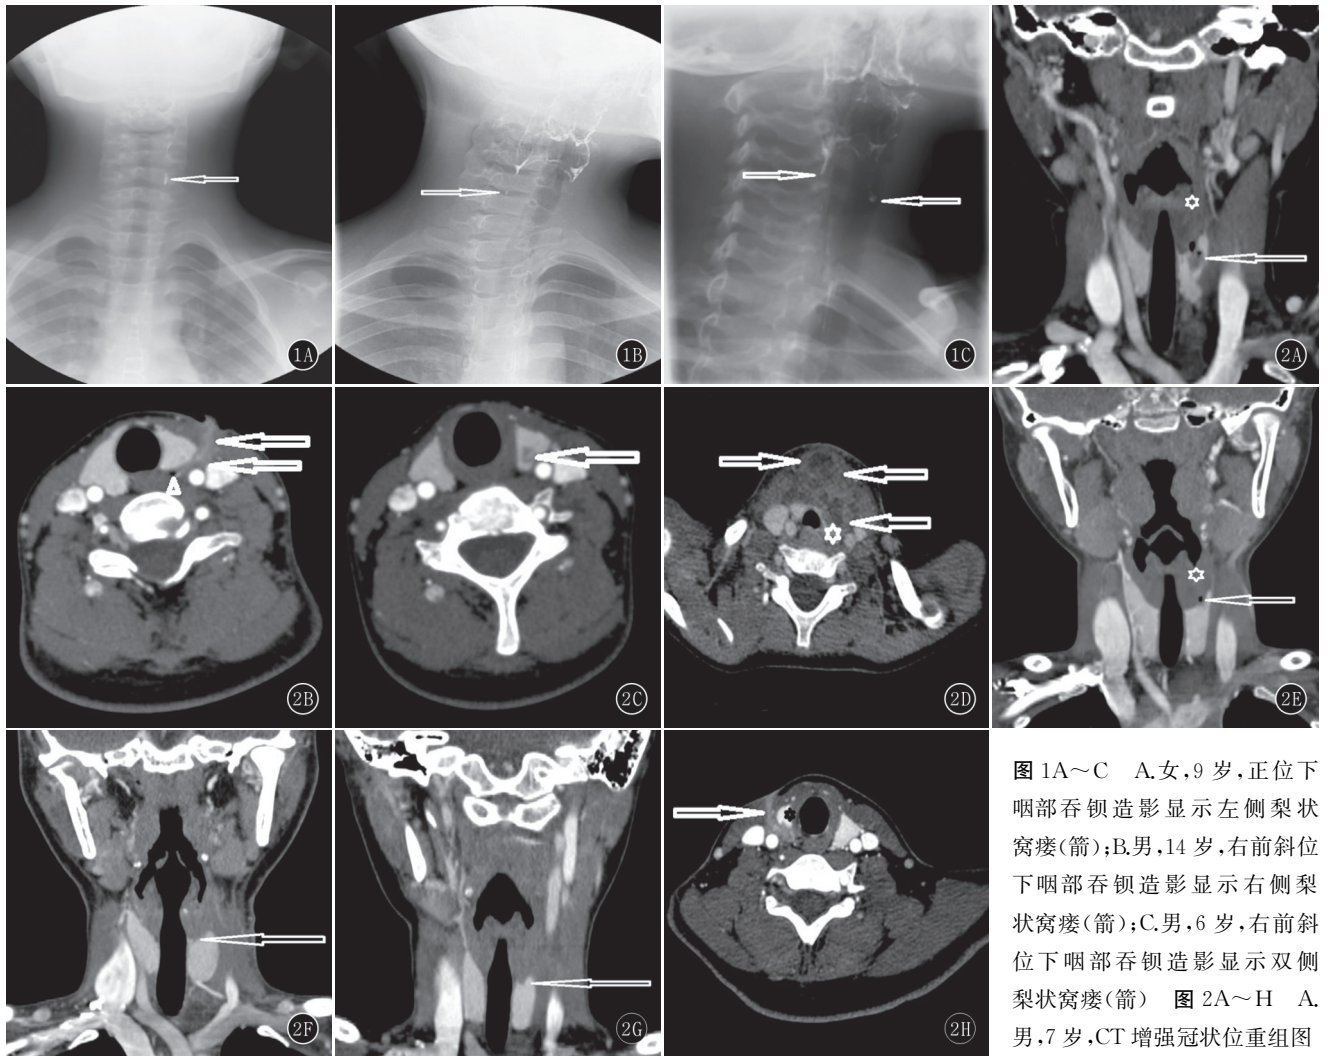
~C A, 女, 9 岁, 正位下咽部吞钡造影显示左侧梨状窝瘘(箭); B, 男, 14 岁, 右前斜位下咽部吞钡造影显示右侧梨状窝瘘(箭); C, 男, 6 岁, 右前斜位下咽部吞钡造影显示双侧梨状窝瘘(箭) 图 2A~H A, 男, 7 岁, CT 增强冠状位重组图像显示左侧梨状窝变小(星), 甲状腺左叶上极低密度影并气泡(箭); B, 男, 28 岁, CT 增强横断位图像显示甲状腺左叶后方气泡(三角)及外侧瘘管呈条状强化影(箭); C, 与 B 为同一患者, CT 增强横断位图像显示甲状腺左叶上极低密度影(箭); D, 女, 3 岁, CT 增强横断位图像显示左颈前部蜂窝状脓肿(箭), 累及甲状腺左叶(星); E, 男, 9 岁, CT 增强冠状位重组图像显示左侧梨状窝变小(星), 甲状腺左叶上极缺损并气泡(箭); F, 女, 22 岁, CT 增强冠状位重组图像仅显示左侧甲状腺形态改变, 左叶上极缺损征(箭); G, 男, 9 岁, CT 增强冠状位重组图像仅显示左侧甲状腺形态改变, 左叶上极缺损征(箭); H, 女, 14 岁, CT 增强横断位图像显示甲状腺右叶上极缺损征(星)及外侧瘘管呈条状强化影(箭)
